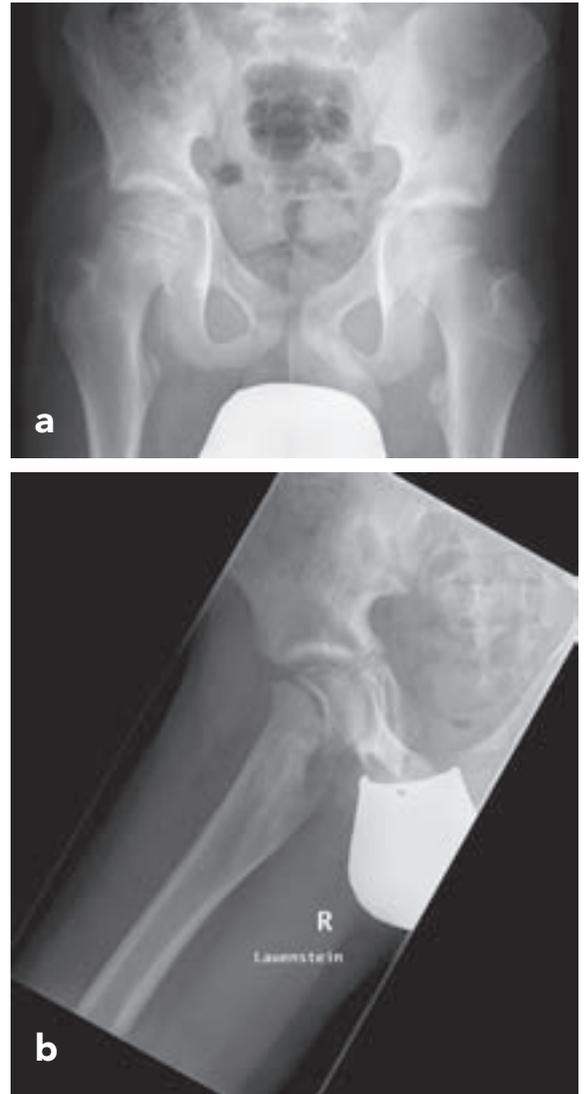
13-jähriger Junge mit seit 6 Wochen bestehenden Hüftschmerzen rechts: in externer MRT-Aufnahme deutlicher Gelenkerguss Hüfte rechts mit Knochenmarködem, Ausschluss Hüftkopfnekrose, Verdacht auf „JIA mit Coxitis rechts“: (a) Beckenübersicht: demarkierter, breiter Epiphysenspalt rechts mit kleiner wirkendem, etwas unregelmäßig strukturiertem Hüftkopf; (b) axiale Aufnahme in Lauenstein-Projektion mit Bestätigung der Diagnose: *Epiphyseolysis capitis femoris rechts* (© Dr. G. Ganser, St. Josef-Stift Sendenhorst) wegweisend: junges Alter des Patienten, akuter Schmerzbeginn beim Sport
